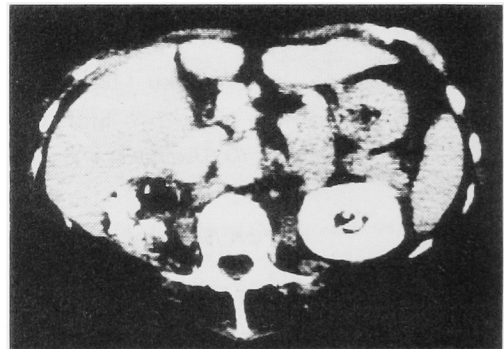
CT demonstrates a right adrenal tumor which is a heterogeneous mass consisting of fat density areas and higher density areas.
